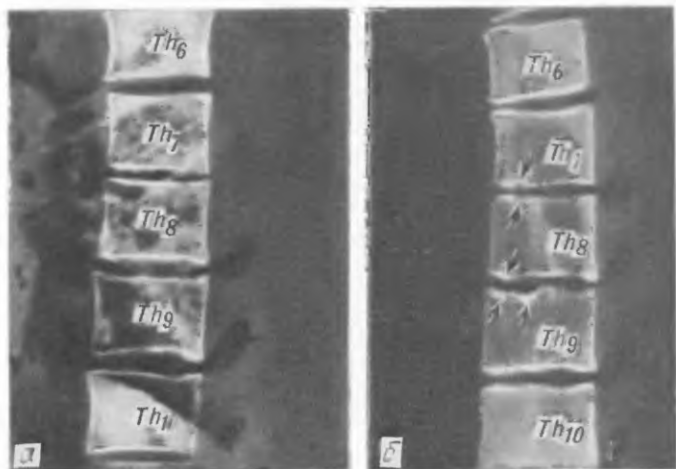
Рентгенограмма (а) и томограмма (б) больного О. Множественные внутрителовые грыжи Шморля.
